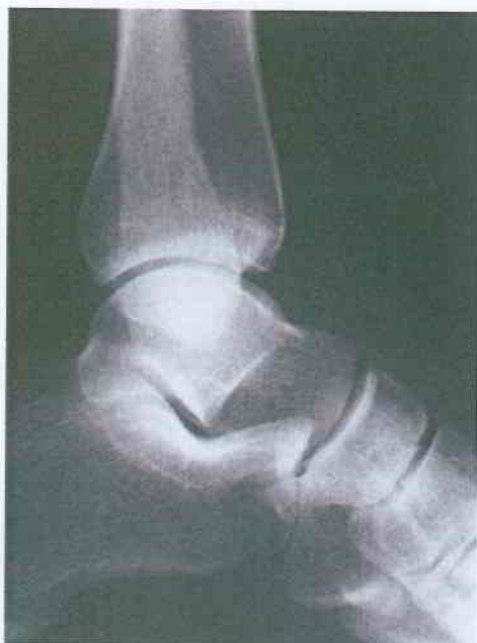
Radiographie de cheville de profil.
